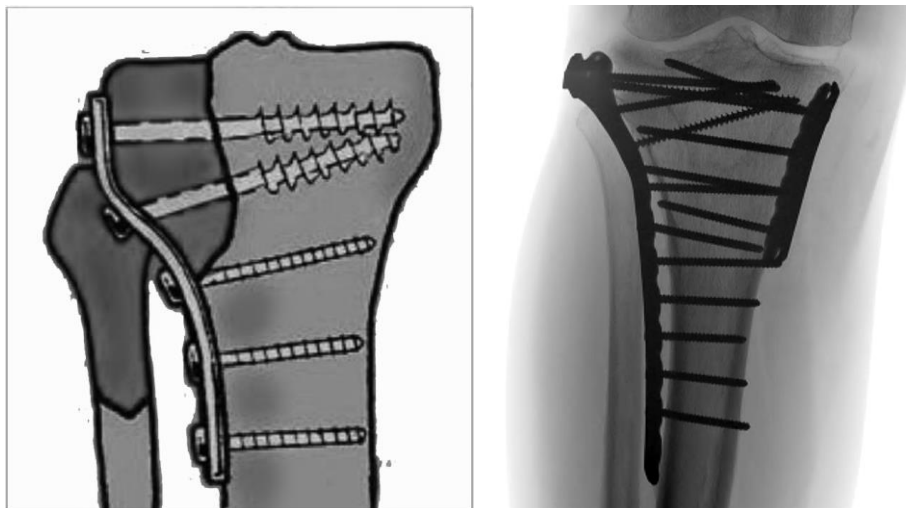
Osteosinteza cu placă și șuruburi în fracturile platoului tibial; principiu tehnic și radiografie
